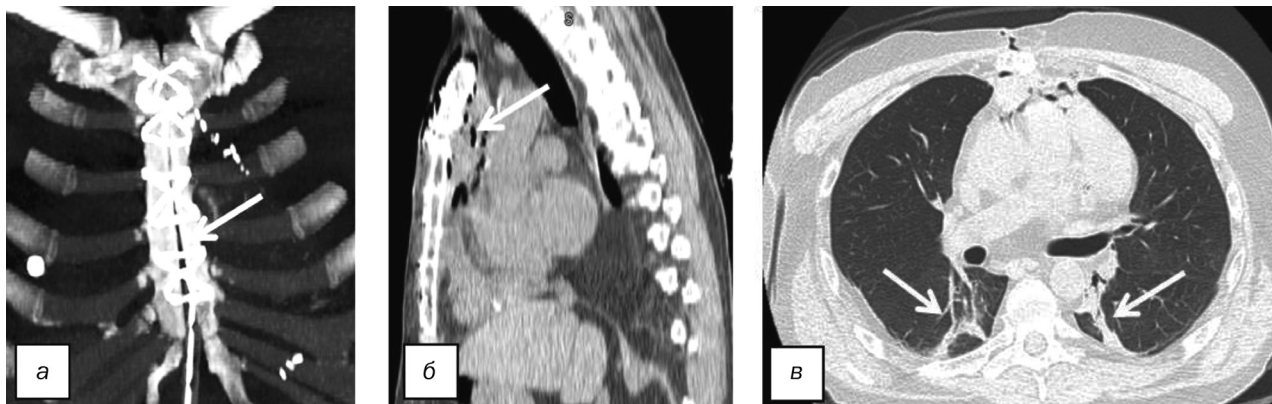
КТ ОГК пациента X. на 15-е сутки после ОТС: а – 3D реконструкция грудной клетки – диастаз между створками грудины (белая стрелка); б – жидкостные скопления в передне-верхнем средостении (белая стрелка) в сагиттальной проекции; в – участки консолидации задне-базальных сегментов обоих легких (белые стрелки)
